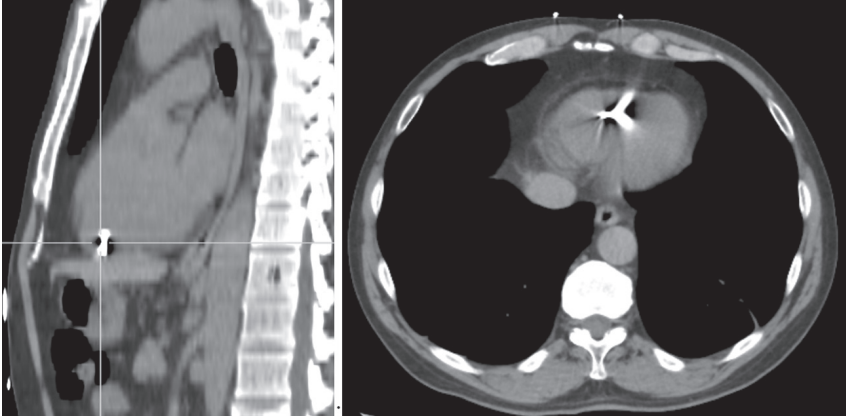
КТ органів грудної клітки. Уламок у ділянці верхівки серця
